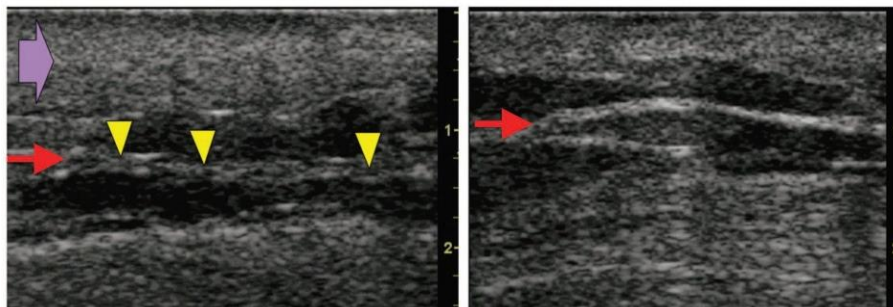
Reperto ecografico di fascia superficialis. L'integrità della fascia superficialis situata al di sopra del muscolo si vede chiaramente come una linea iperecogena sulle immagini ad ultrasuoni (freccia rossa, destra), mentre una fascia superficiale o profonda discontinua (DCF) (punte di freccia gialla) è rappresentata da una linea spezzata o discontinua con segnali eco eterogenei (freccia rossa, sinistra).
